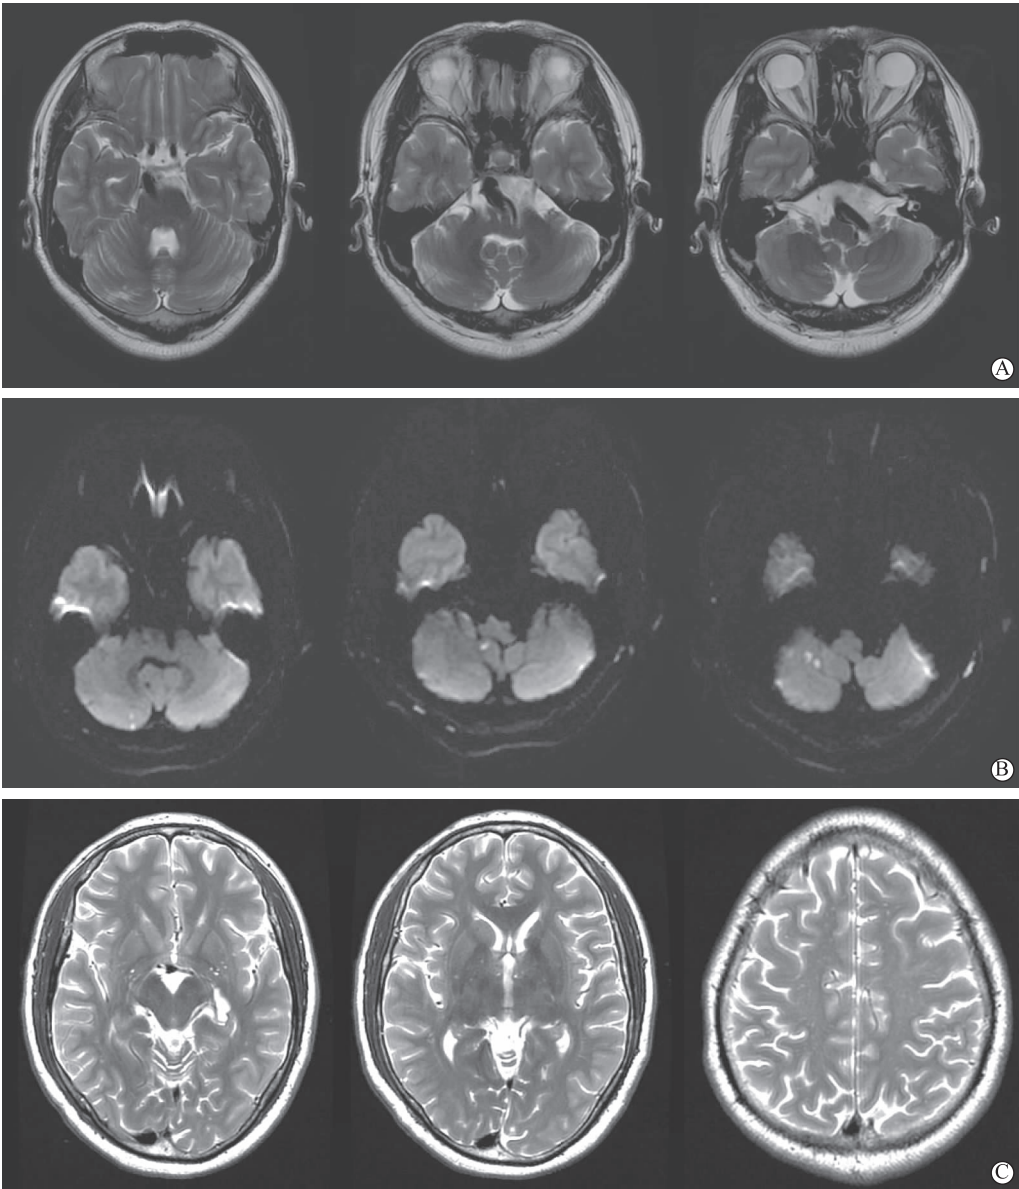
颅脑 MRI 检查,A 为脑桥左外侧缘可见扩张血管流空影,脑干受压,增宽的基底动脉直径约 8 mm;B 为右侧小脑内见多发点状 DWI 高信号;C 为左侧基底节、双侧额叶白质内见点状长 T₂ 信号
